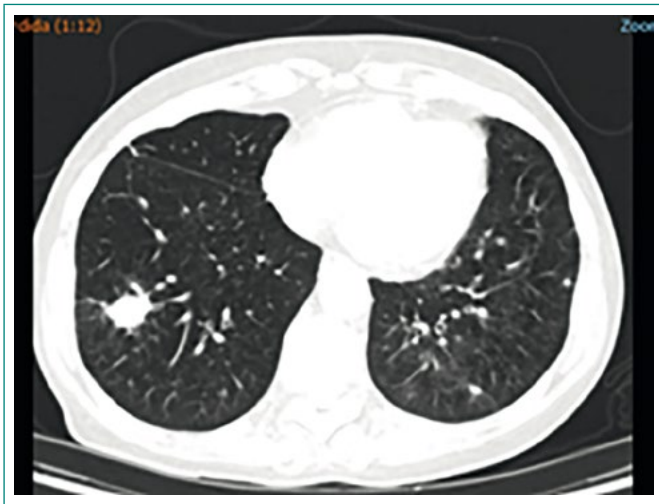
TC de abdomen. Nódulo pulmonar
